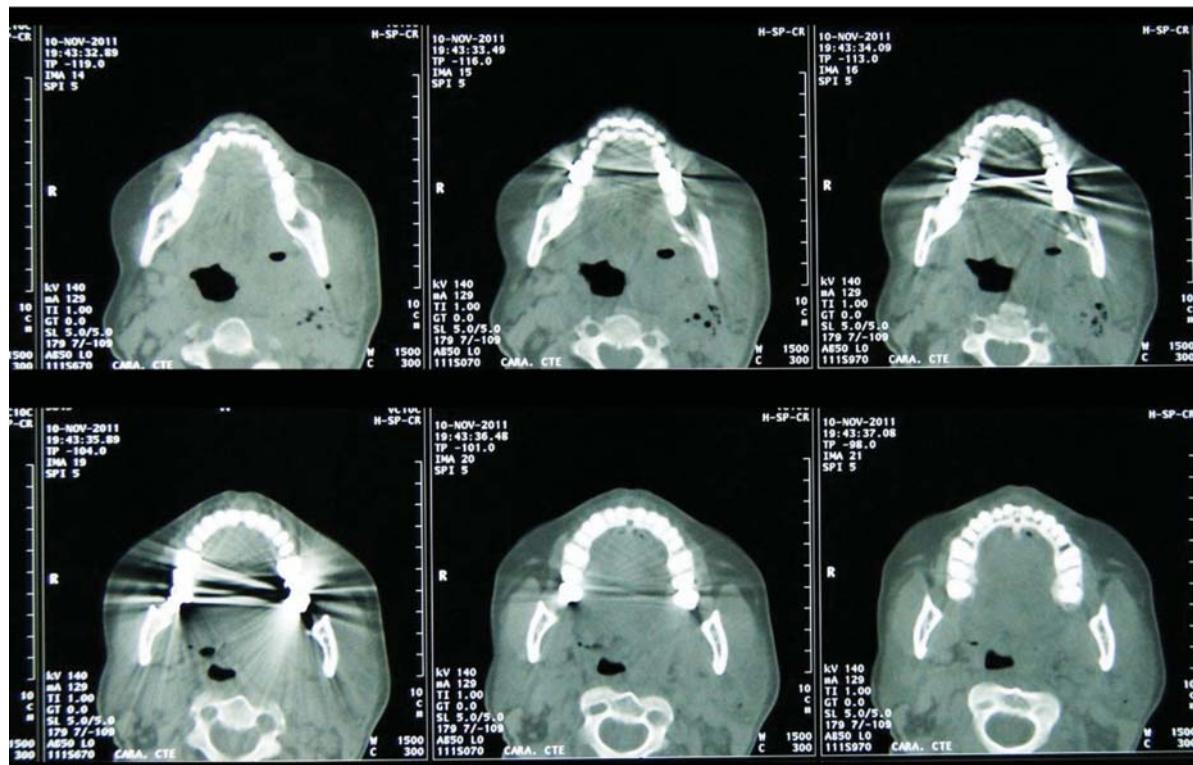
Cortes axiales de tomografía computarizada simple de cara y cuello. Se observan imágenes hipodensas compatibles con colección gaseosa en espacio pterigomandibular izquierdo y aumento de volumen de tejidos blandos concomitante con desviación de vía aérea hacia la derecha.
